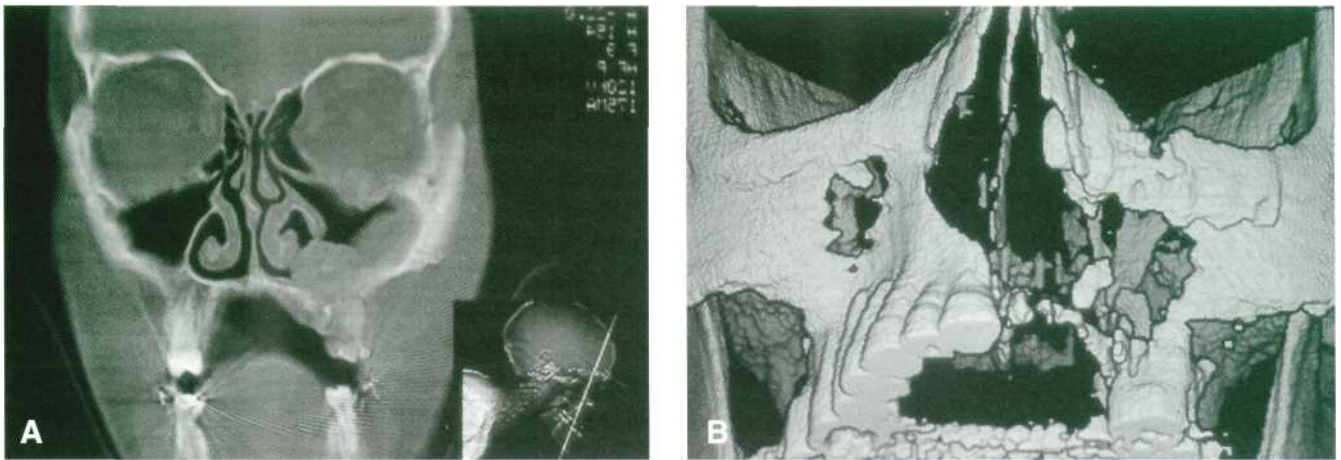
Paciente que ha sufrido un traumatismo del tercio medio facial. Estudio mediante tomografía computarizada. (A) Corte coronal que nos muestra la presencia de una lesión hiperplásica en el seno maxilar izquierdo. (B) Reconstrucción tridimensional que nos ofrece los detalles de la pérdida de sustancia producida por el traumatismo.
